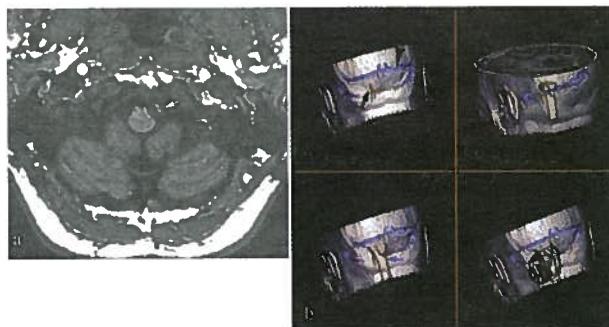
Caso 2: Moldagem do bulbo pela artéria vertebral esquerda (→) ectasiada (2a). Reconstruções 3D por RM da fossa posterior no planeamento da cirurgia de descompressão neuro-vascular (2b), com projecção no escalpe da artéria vertebral esquerda (→) e tronco cerebral (→).
